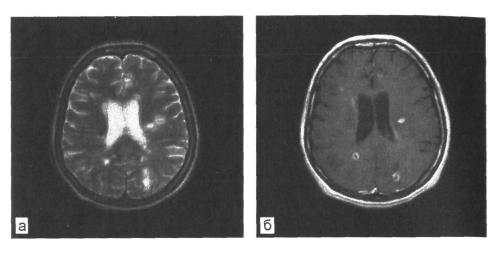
Рассеянный склероз. МРТ в режимах Т2 (а) и Т1 (б) после введения контрастного вещества.
